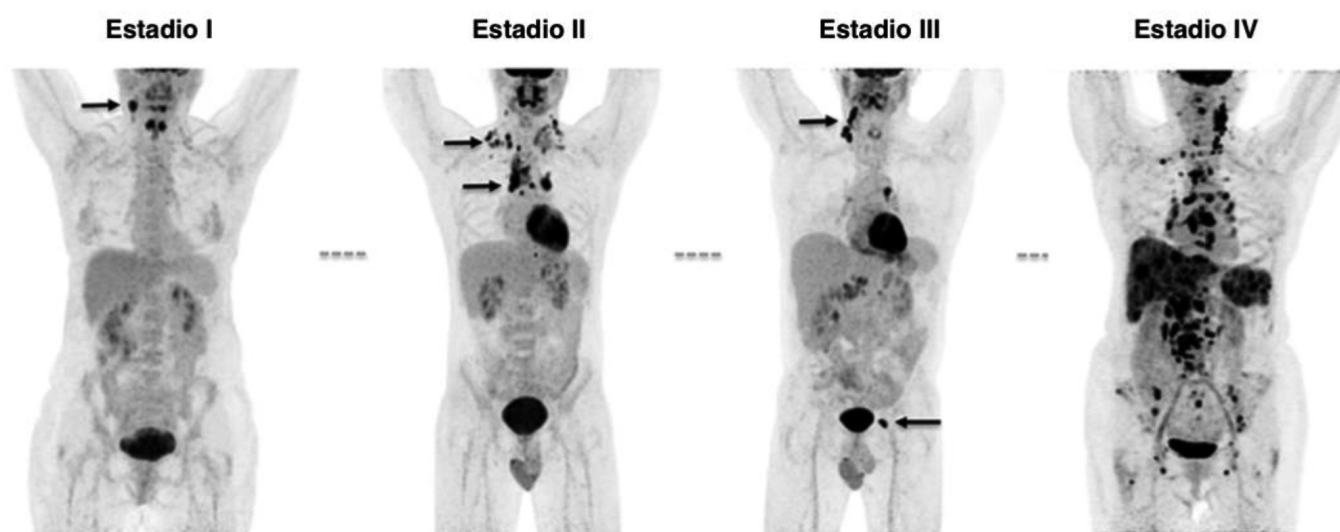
Imágenes PET / TC de 4 pacientes con LH en la presentación inicial. Las flechas negras indican la afectación de los ganglios linfáticos por encima del diafragma en las etapas I y II, y arriba y debajo del diafragma en la etapa III. El paciente con enfermedad en estadio IV en la posición más a la derecha tiene un compromiso extenso del hígado y el hueso o la médula ósea además de la afectación ganglionar (55).
